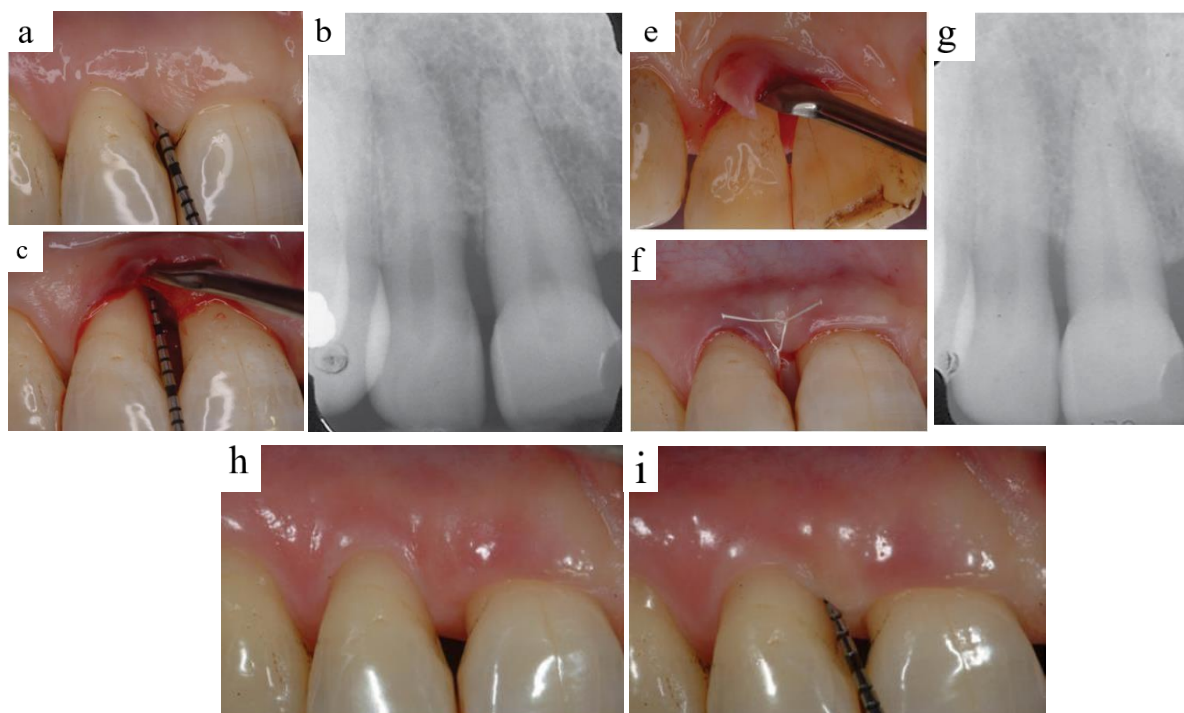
Prise en charge d'un défaut infra-osseux mésial à l'incisive latérale supérieure droite par technique MIST. (a) Sondage initial montrant une poche de 7 mm avec récession gingivale. (b) Radiographie préopératoire révélant un défaut infra-osseux étroit avec composante sus-osseuse. (c) Sondage peropératoire après élévation minimale du lambeau vestibulaire. (d) Réflexion contrôlée de la papille interdentaire vers le palais. (e) Mise en évidence du défaut infra-osseux après débridement. (f) Fermeture par un point matelassé interne modifié. (g) Radiographie postopératoire à un an montrant la résolution du défaut. (h) Vue clinique à un an avec stabilité de la gencive. (i) Sondage à un an indiquant une réduction à 2 mm. (Harrel, 2013)
